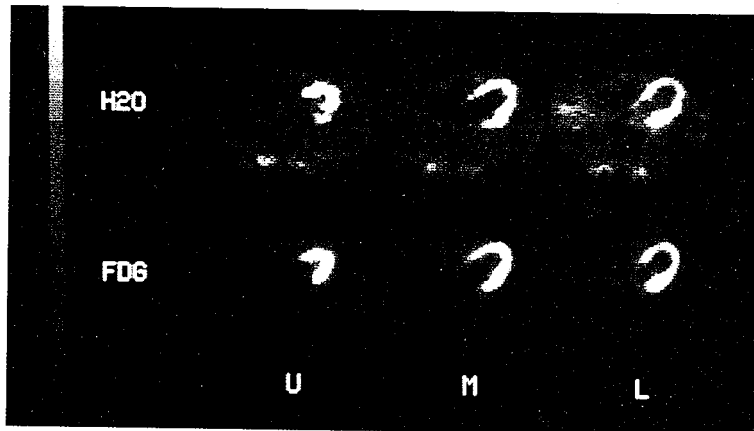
PET イメージング (狭窄性冠動脈群の一例)
